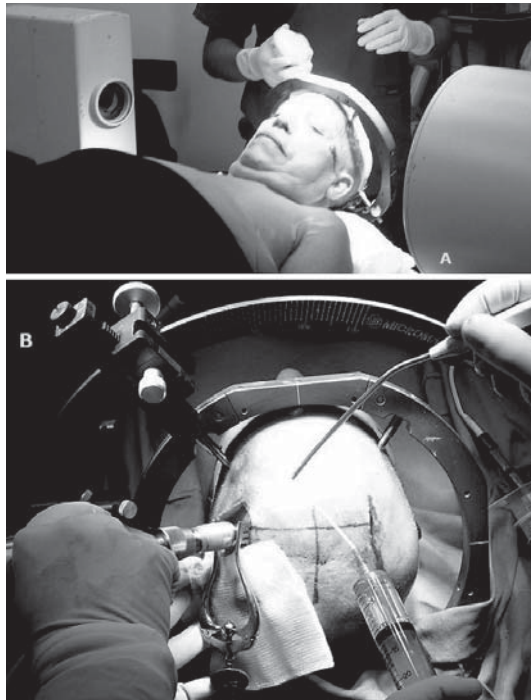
A) El control fluoroscópico se realiza constantemente durante toda la cirugía, por lo que el fluoroscopio se instala desde el inicio de la operación. B) Se muestra la trepanación frontal posterior, sobre la sutura coronal, y a un ángulo calculado previamente por RM.
